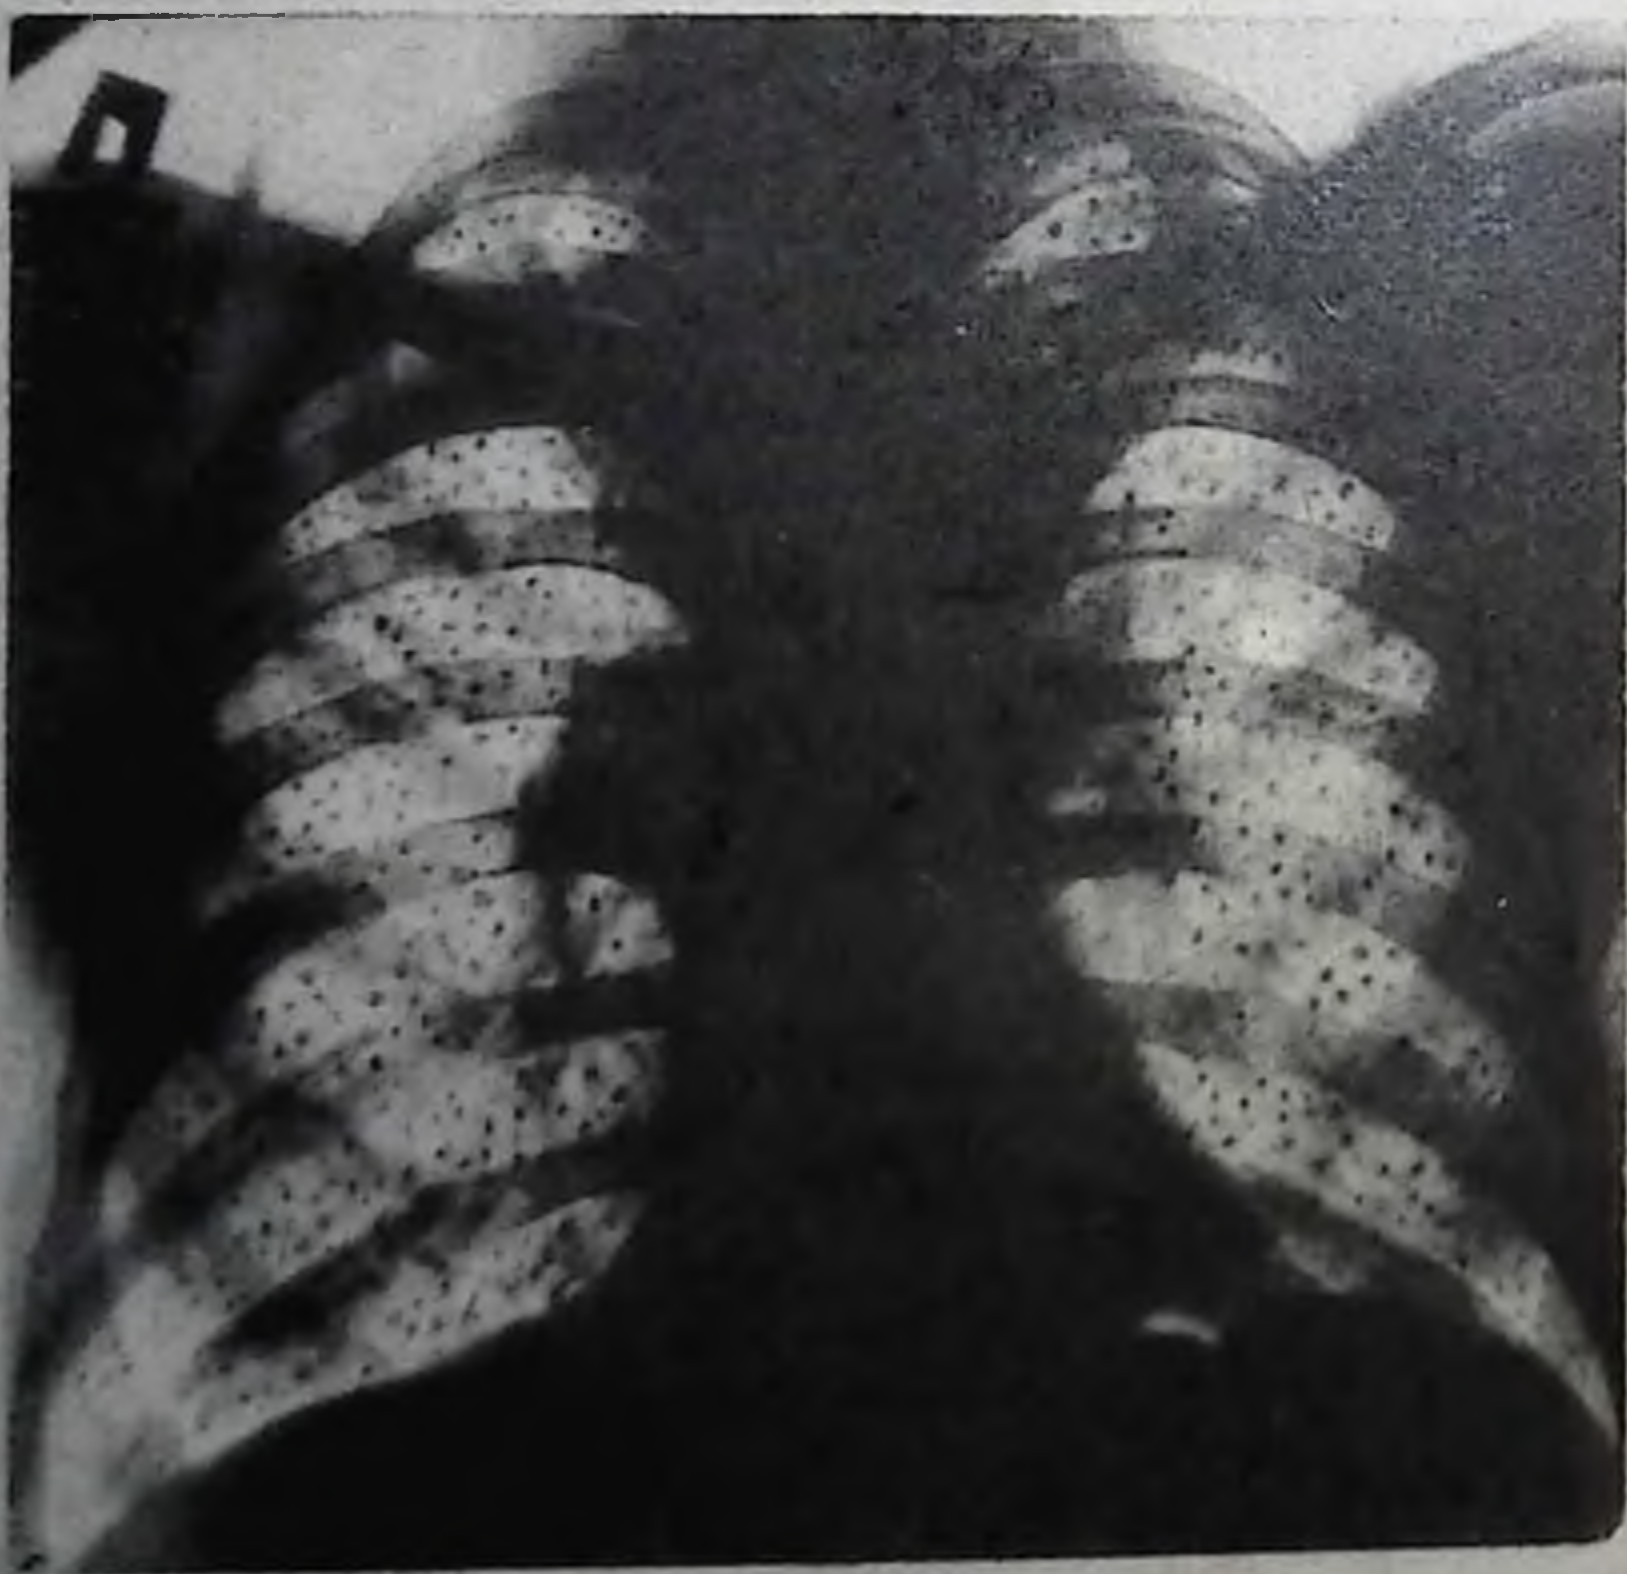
Рентгенограмма грудной клетки в прямой проекции. Силикоз II ст.
